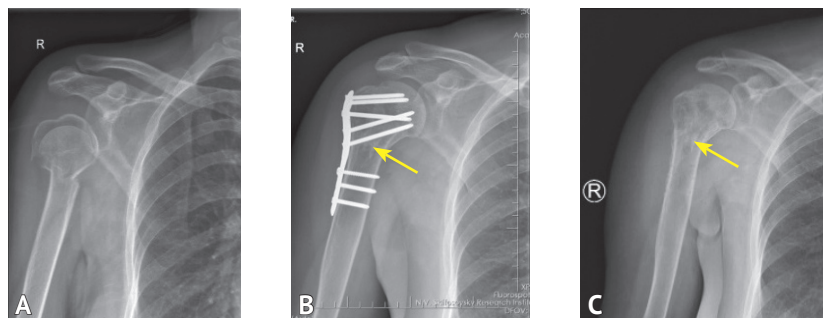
Рентгенограммы правого плечевого сустава. А — трехфрагментный перелом проксимального метаэпифиза правой плечевой кости; В — через год после остеосинтеза пластиной с аугментацией аллотрансплантатом (стрелкой обозначен остаток кортикального слоя трансплантата); С — после удаления пластины (через год после операции). Стрелкой обозначен остаток кортикального слоя трансплантата
